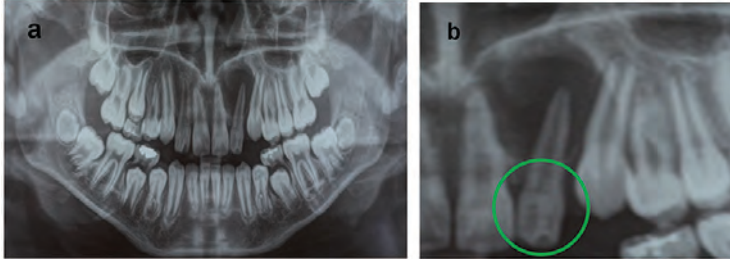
a). Radiografía panorámica, b). *Dens Invaginatus* tipo I y lesión periapical.
